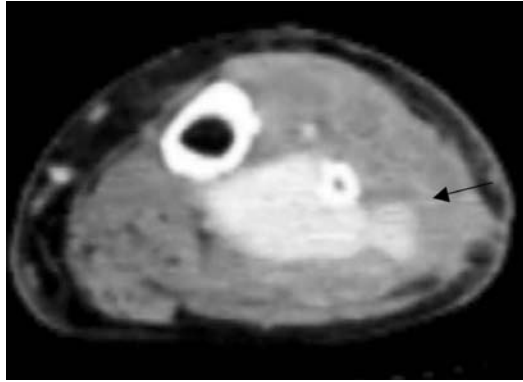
Computed tomography. Large saccular aneurysm was opacified at the tibioperoneal trunk. The aneurysmal wall was partially protruding to the external side (arrow).
